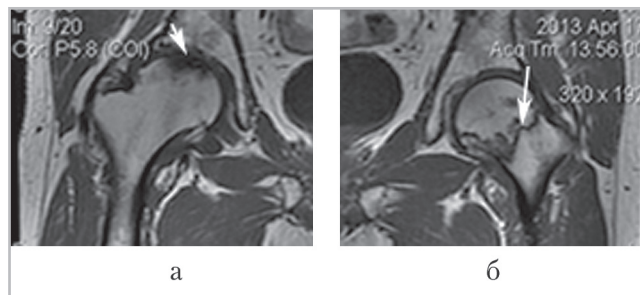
Магнитно-резонансные томограммы пациента Н., 48 лет, в корональной проекции T1-ВИ: *а* — уплощение головки правой бедренной кости, определяется участок низкой интенсивности (*стрелка*) — субхондральный вдавленный перелом (3-я стадия); *б* — в наружном отделе головки левой бедренной кости имеется участок некроза (*стрелка*), отграниченный по периферии полоской низкой интенсивности на T1-ВИ (2-я стадия)
